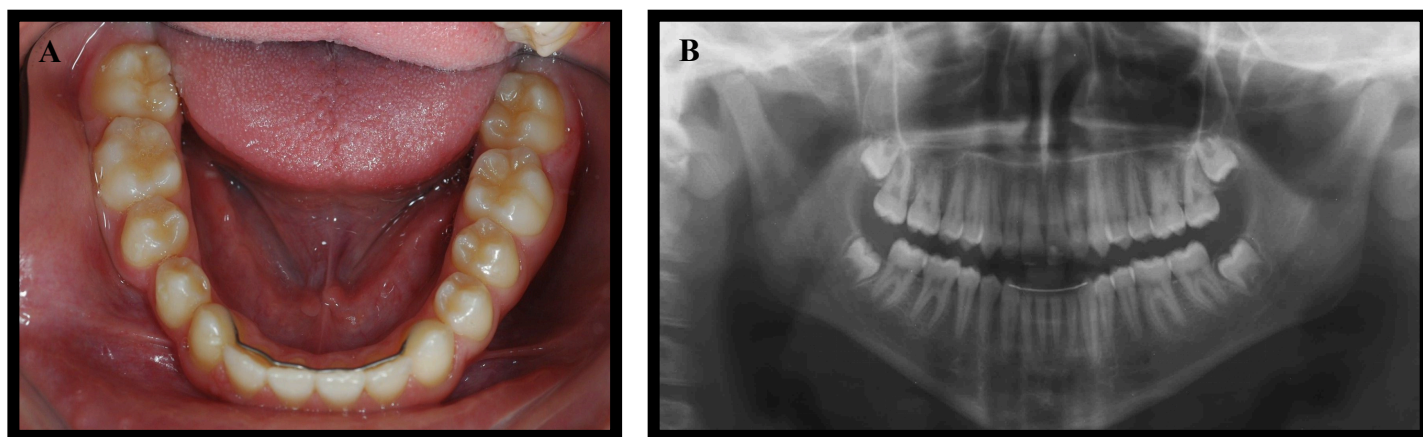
Fotografia intra-oral da arcada mandibular (A); Ortopantomografia pós-tratamento (B)
